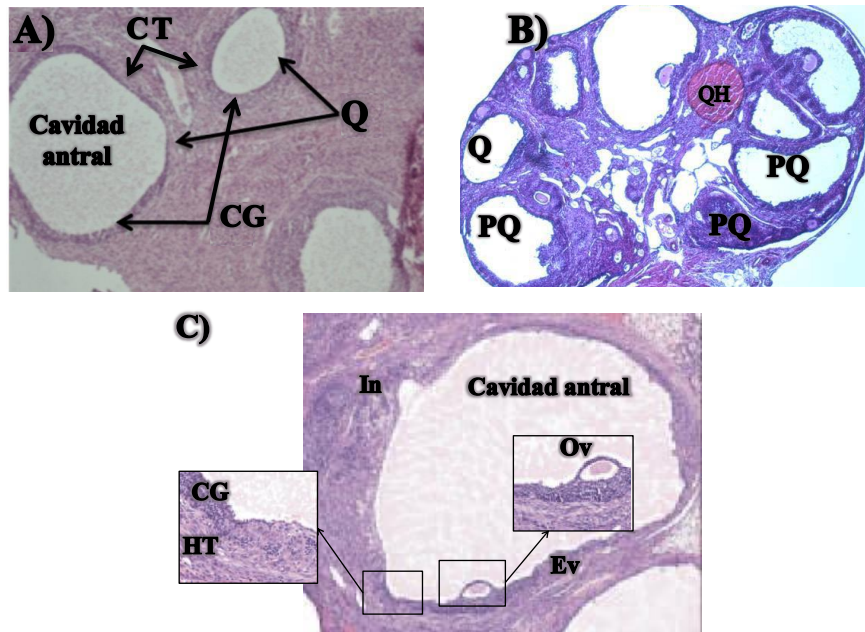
Aspectos morfológicos de: A) un quiste folicular (Tomado de Pandey y col., 2016); B) un quiste hemorrágico (Tomado de Ryan y col., 2018) y C) prequiste folicular (Tomado de Mannerås y col., 2007). Q: Quiste folicular; QH: Quiste hemorrágico; PQ: Prequiste folicular; CG: Células de la granulosa; CT: Células de la teca; Ov: Ovocito; HT: Hiperplasia tecal; In: Invaginaciones; Ev: Evaginaciones.
